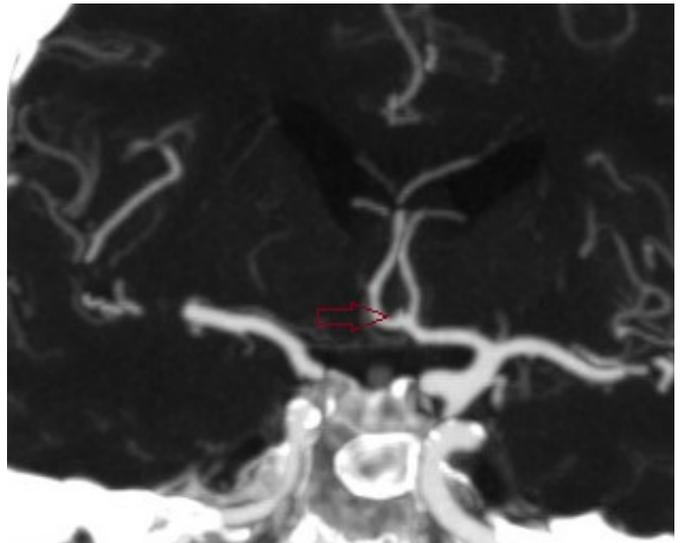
МСКТ-ангиография головного мозга пациентки К. Милиарная аневризма ПСА
